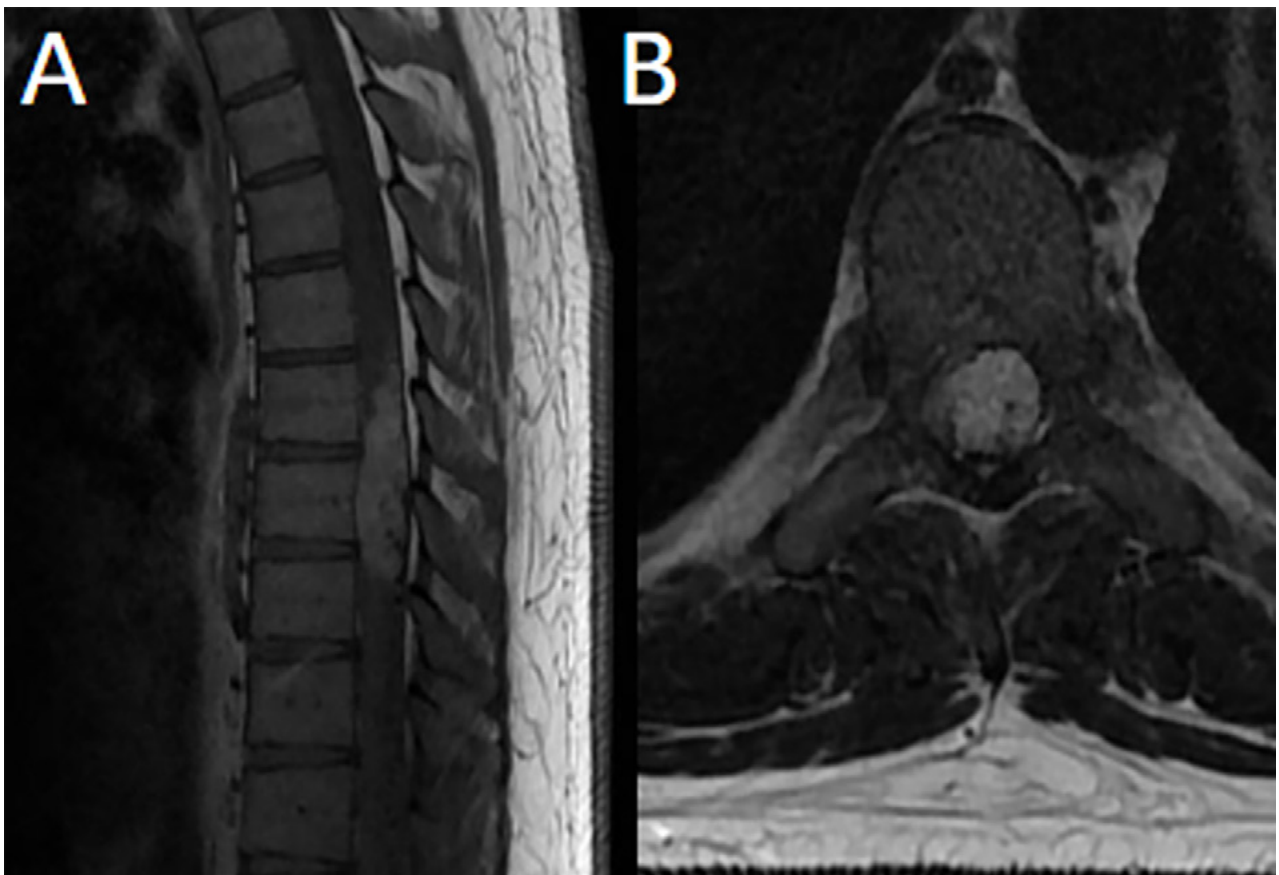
Caso 3. RM: T1 con contraste sagital (A) y axial (B) evidenciando lesión nodular intradural-extramedular altamente vascularizada con realce homogéneo post contraste de topografía T7-T9 que ocupa casi la totalidad del canal desplazando la médula con mielomalacia asociada.
